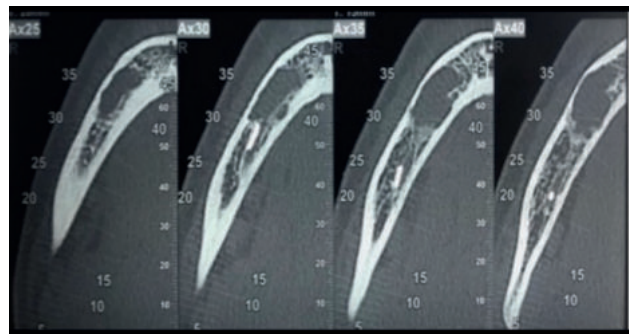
Corte axial CBCT mandibular.
